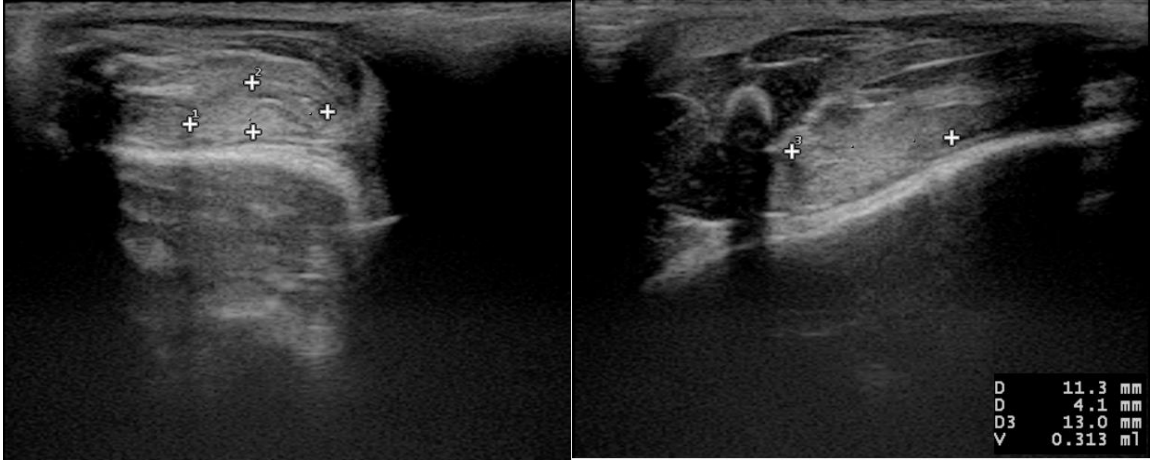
Grup K2 Postoperatif 3. Gün USG
